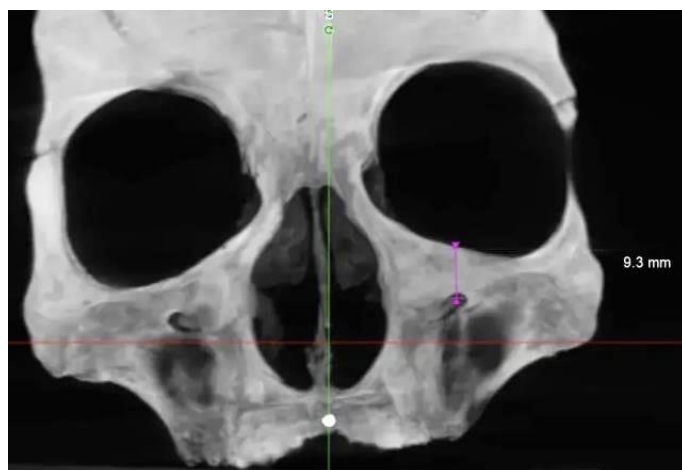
Измерение расстояния от нижнего края глазницы до середины подглазничного отверстия на коронарном реформате конусно-лучевой компьютерной томограммы сухого человеческого черепа
